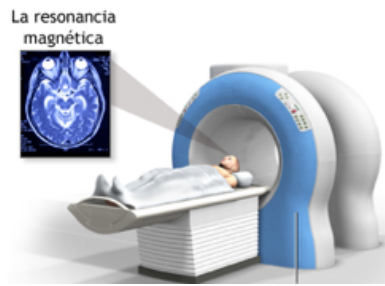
El escáner de resonancia magnética.
